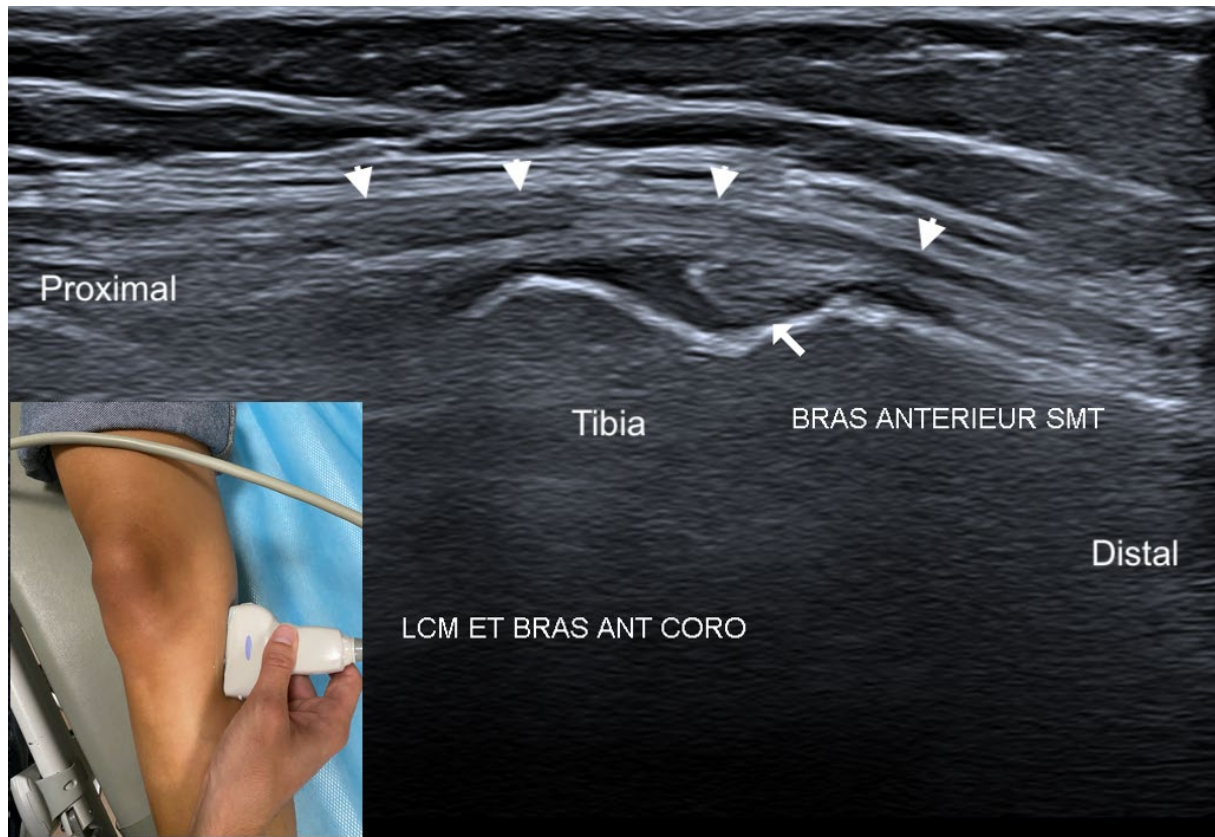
Insertion normale du bras antérieur du tendon distal du muscle semi-membraneux chez une volontaire saine de 28 ans, en coupe longitudinale (paracoronale oblique). Ce plan de coupe échographique est similaire à celui utilisé pour rechercher le ligament collatéral médial (LCM), translaté postérieurement. Le bras antérieur est désigné par la longue flèche blanche. Celui-ci est recouvert par les fibres de la partie postérieure et inférieure du LCM (têtes de flèches). En encadré, on observe la position de la sonde d'échographie.
